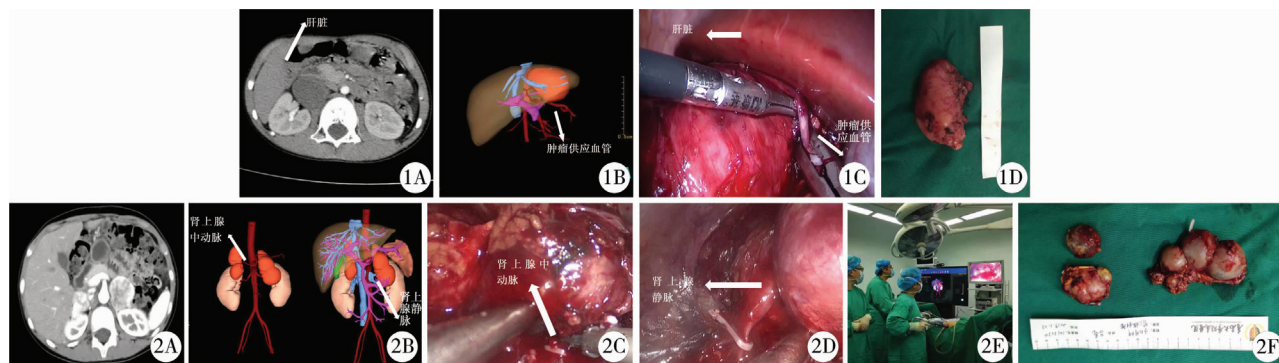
1 例临近肝脏肾上腺巨大肿瘤患儿术前增强 CT、Hisense CAS 三维重建图像及术中情况 A: 术前增强 CT 无法显示肿瘤的细小供应血管; B: Hisense CAS 三维成像能清晰地显示供应肿瘤的血管; C: 术中所见, 使用 Hemolock 夹闭肿瘤供应血管; D: 完整切除肿瘤 图 2 1 例双侧巨大嗜铬细胞瘤患儿术前增强 CT、Hisense CAS 三维重建图像及术中情况 A: 术前增强 CT 显示双侧肾上腺多发肿瘤, 肿瘤血管显示不清; B: Hisense CAS 三维成像清晰地显示了三个多发肿瘤的位置形态, 肿瘤的供应血管; C: 术中所见, 按照三维图像能够更快找到肿瘤和其肾上腺中动脉; D: 术中所见, 按照三维图像指导找到并夹闭肾上腺静脉; E: 利用 Hisense CAS 术中实时指导手术; F: 切除的双侧肾上腺巨大肿瘤
